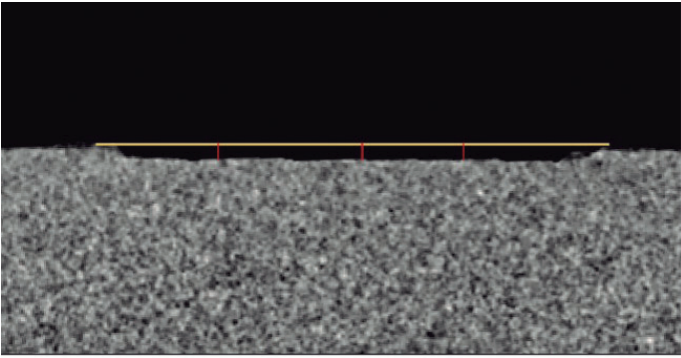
Imagen reconstruida de una lesión erosiva en esmalte obtenida con Micro-CT. Línea horizontal amarilla: Une ambas áreas protegidas y delimita en su interior a la lesión erosiva en el esmalte. Líneas rojas perpendiculares a la horizontal, cuantifican la profundidad del defecto erosivo.
